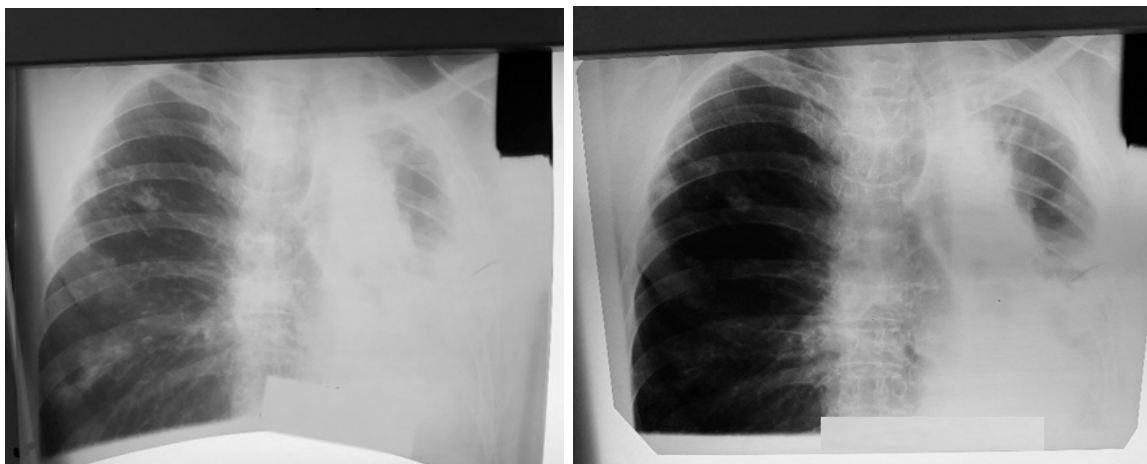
Обзорная рентгенограмма ОГК от 31.07.24    Рис.3 Обзорная рентгенограмма ОГК от 27.09.24
